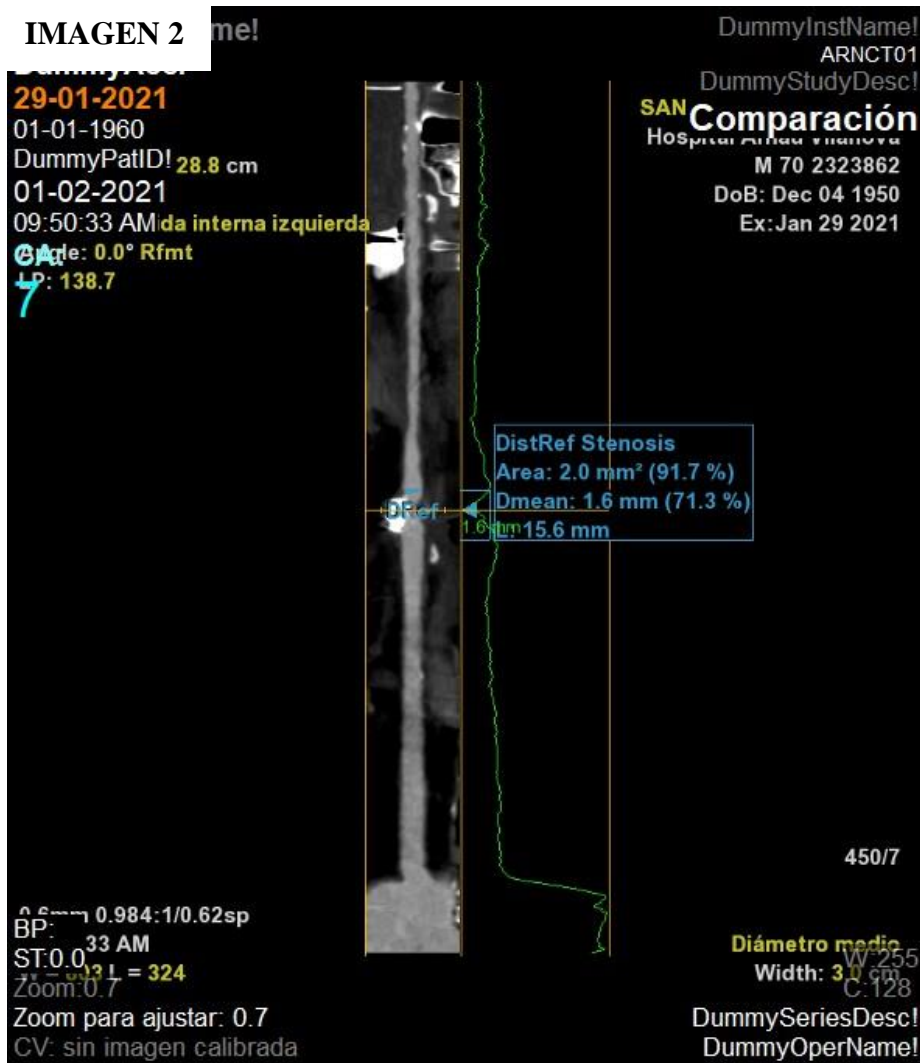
Imágenes de angio-TC de TSA:
